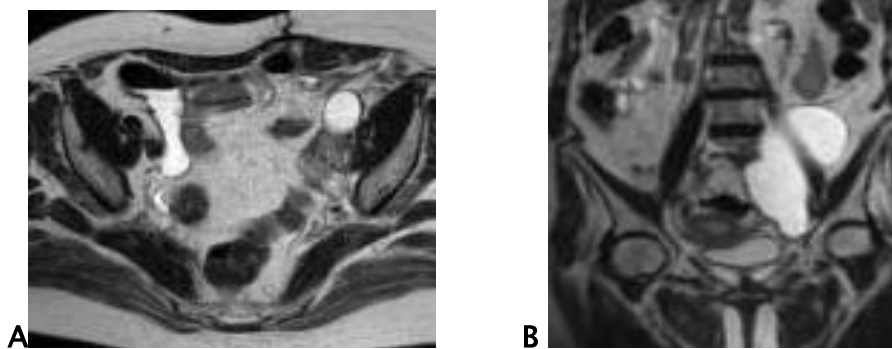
Lymphocèles. Aspects IRM. A. Séquence axiale en pondération T2. Petite collection liquidienne ovale en hypersignal à parois fines au contact des vaisseaux iliaques externes gauches. B. Séquence coronale en pondération T2. Volumineuse collection en hypersignal au contact des vaisseaux iliaques primitifs gauches [75].
